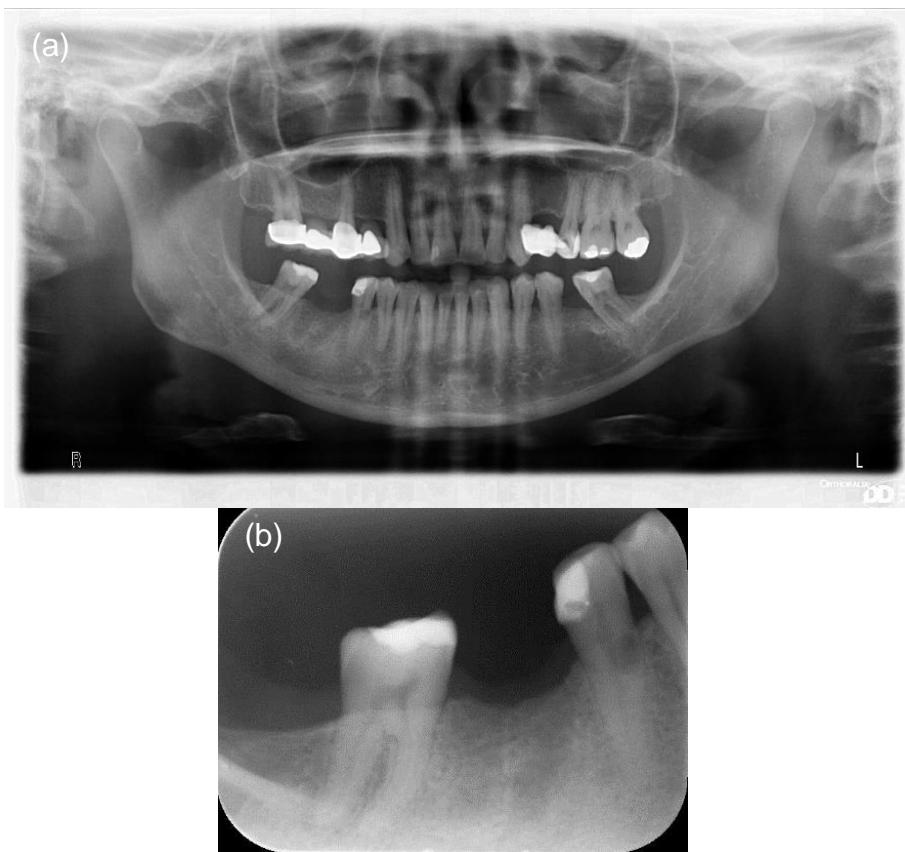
Caso 2 - Ortopantomografia e radiografia periapical. a) Ortopantomografia b) Radiografia periapical, dente 45 – Radiolucidez no terço médio da raiz e presença de uma restauração definitiva
